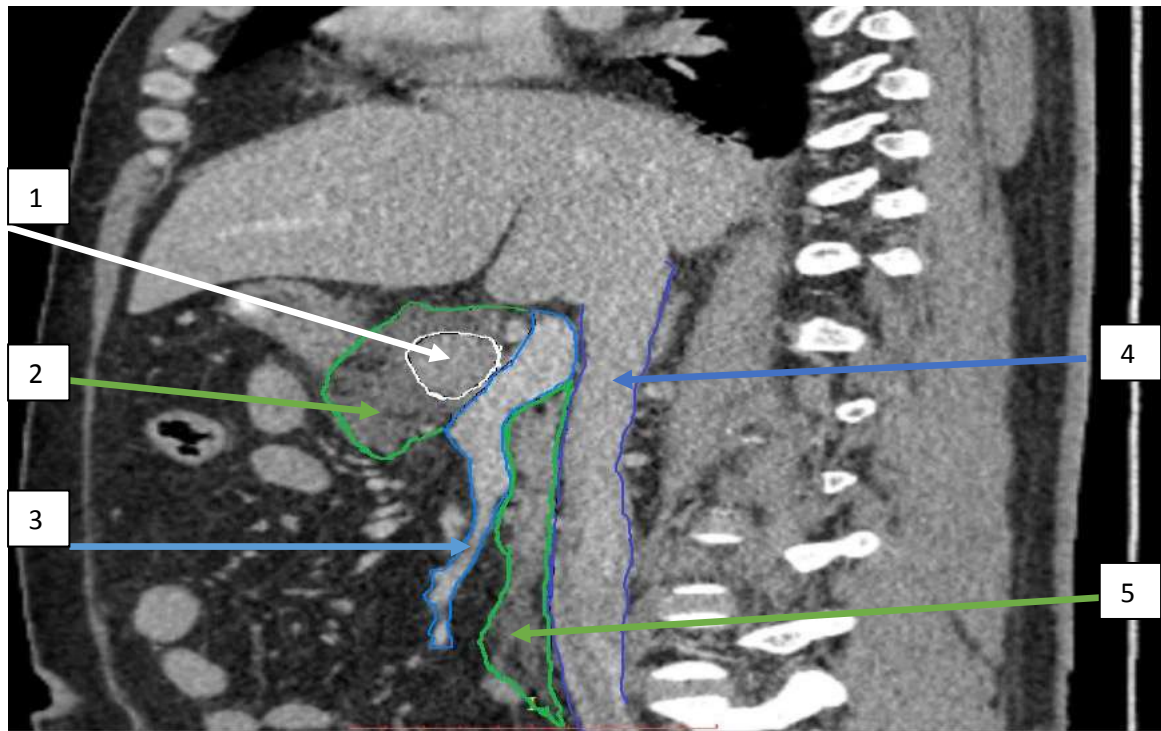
КТ ОБП с внутривенным болюсным контрастированием. Сакитальный срез. Выраженный отек парапанкреатической клетчатки и позадибрыжеечного клетчаточного пространства. 1- головка поджелудочной железы, 2- парапанкреатическая клетчатка, 3- верхняя брыжеечная и воротная вены, 4- нижняя полая вена, 5- позадибрыжеечное клетчаточное пространство.
